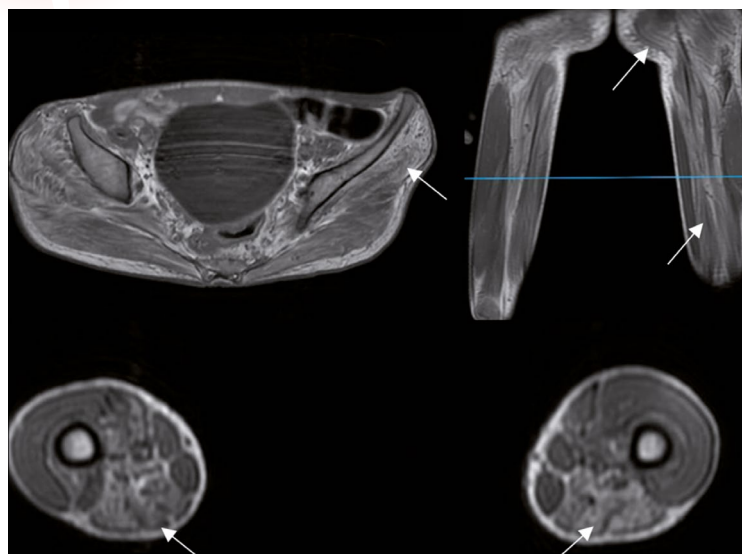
Resonancia magnética muscular. Atrofia con infiltración grasa de la musculatura glútea menor y media (imagen superior izquierda, *flecha*), así como de aductores y obturadores de forma bilateral en plano coronal (imagen superior derecha señalándose con una *línea azul* altura en la que se representa corte axial correspondiente, *flechas*) y axial (imágenes inferiores, *flechas*).
